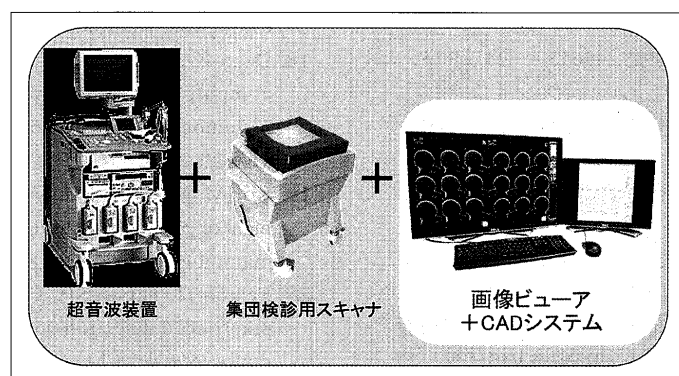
乳腺超音波画像のCADシステムの概要図
